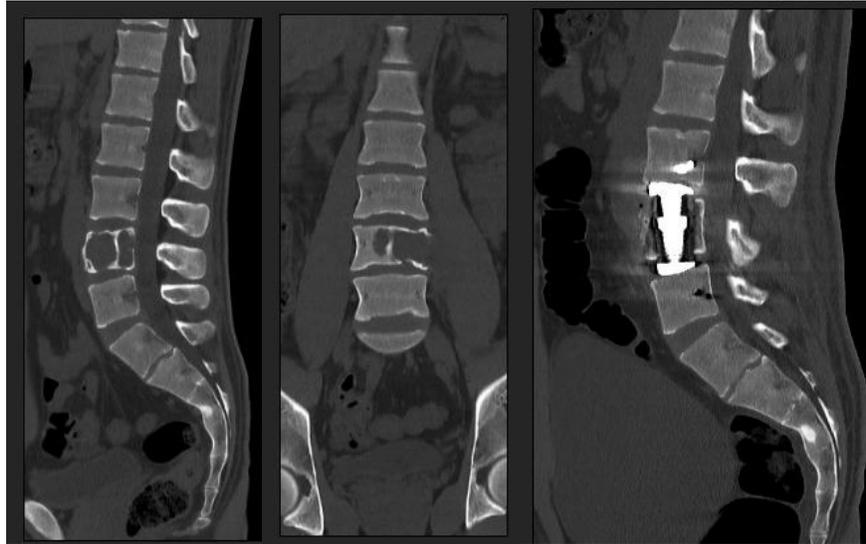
Tomografía computarizada en la cual se aprecia lesión ocupante de espacio sólida
